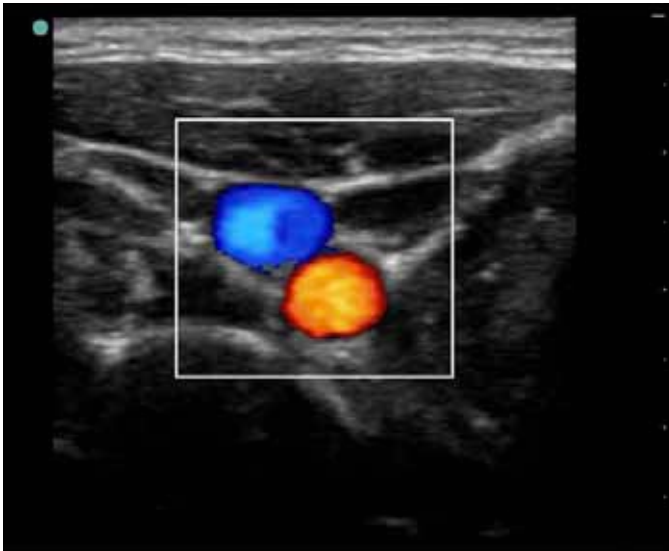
Doppler couleur
